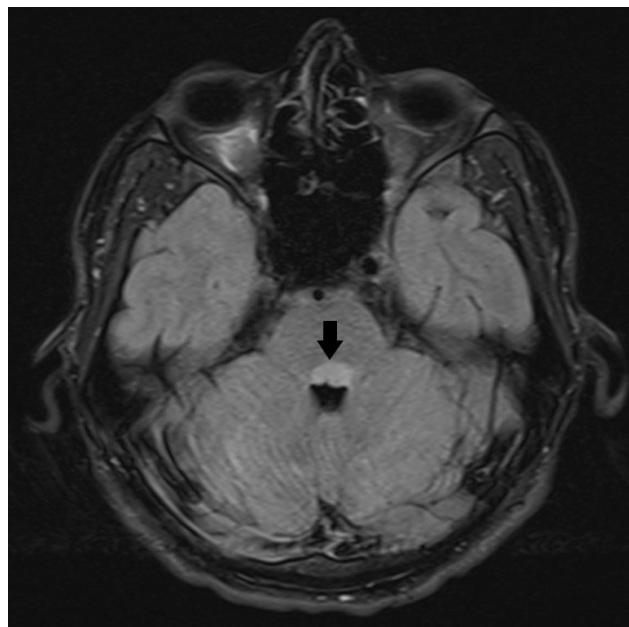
МРТ головного мозга в режиме FLAIR, аксиальная проекция. Изменение МР-сигнала в дорзальных отделах моста мозга с двух сторон, больше слева
